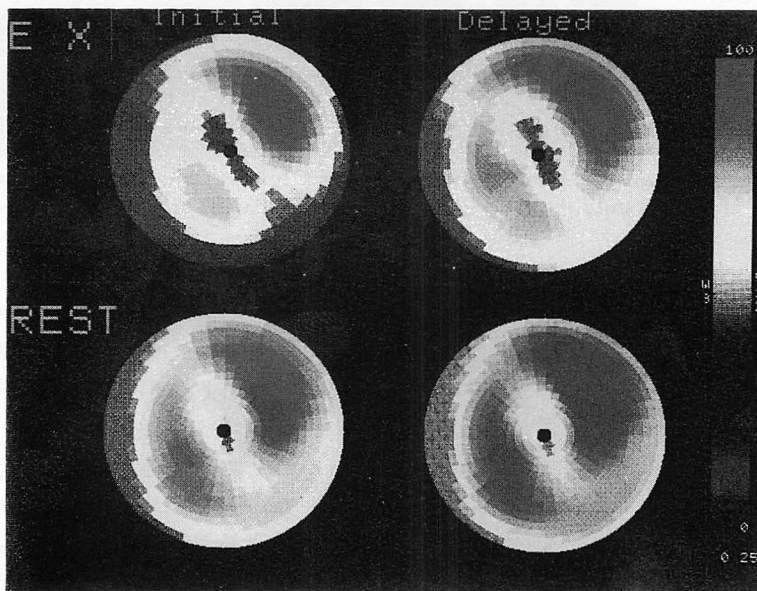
Bull's eye images of exercise and rest thallium-201 scintigram of a case with old myocardial infarction.
